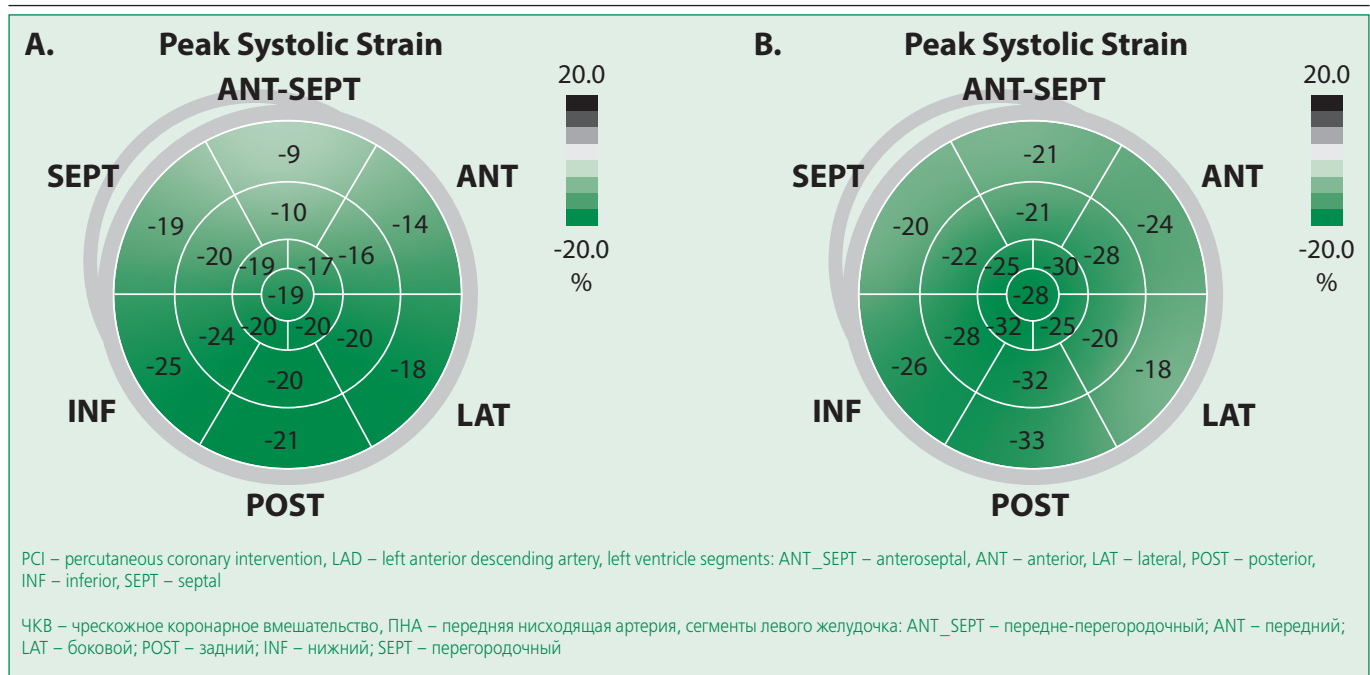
Speckle tracking echocardiography before PCI on the LAD (A) and 3 months after PCI (B) in 50-year-old smoking male patient with a lesion of 1.1.0 according to A. Medina classification
